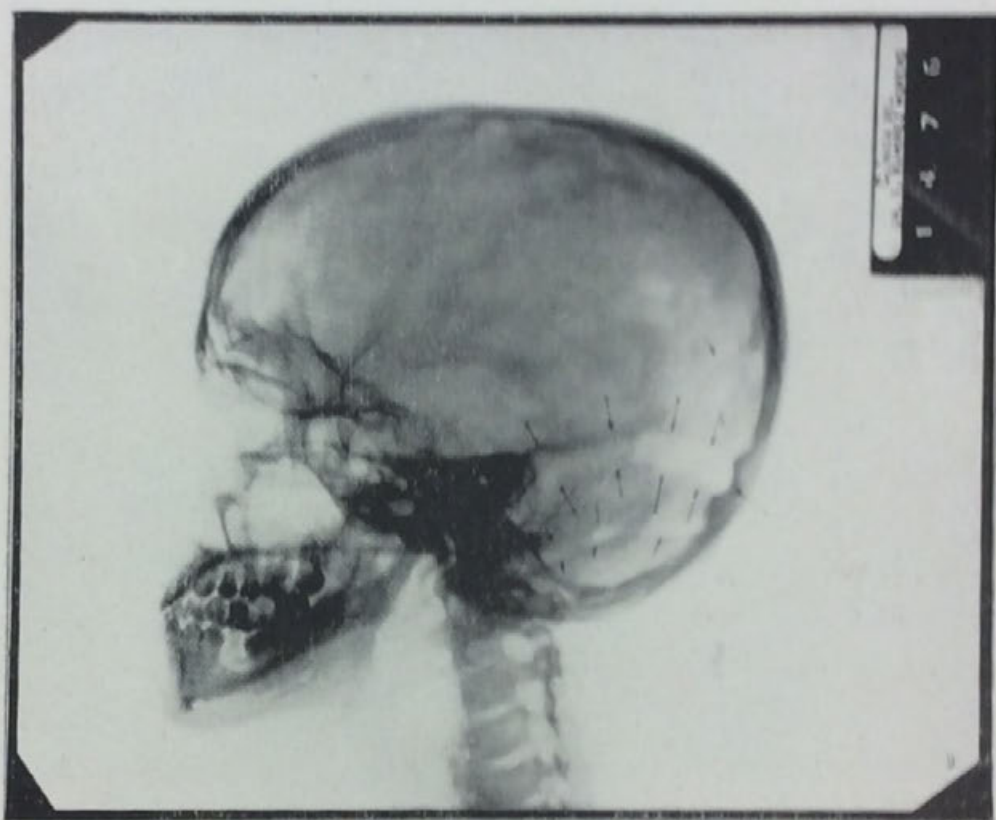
“En esta radiografía se aprecia con más claridad el seno lateral derecho, el que tiene un calibre menor que su homólogo izquierdo. Este hecho permite afirmar que la circulación venosa se hace más defectuosa en el lado izquierdo”.
